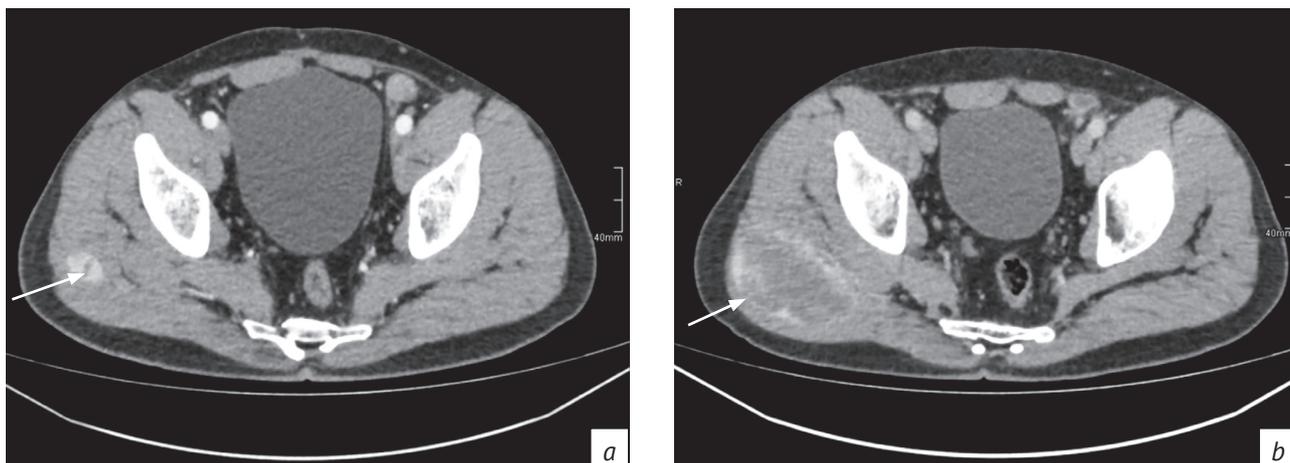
КТ органов малого таза, аксиальная плоскость, венозная фаза. Представлена динамика роста мягкотканного образования в правой ягодичной области (стрелки) на исследованиях от ноября 2022 г. (а) и апреля 2023 г. (б)
